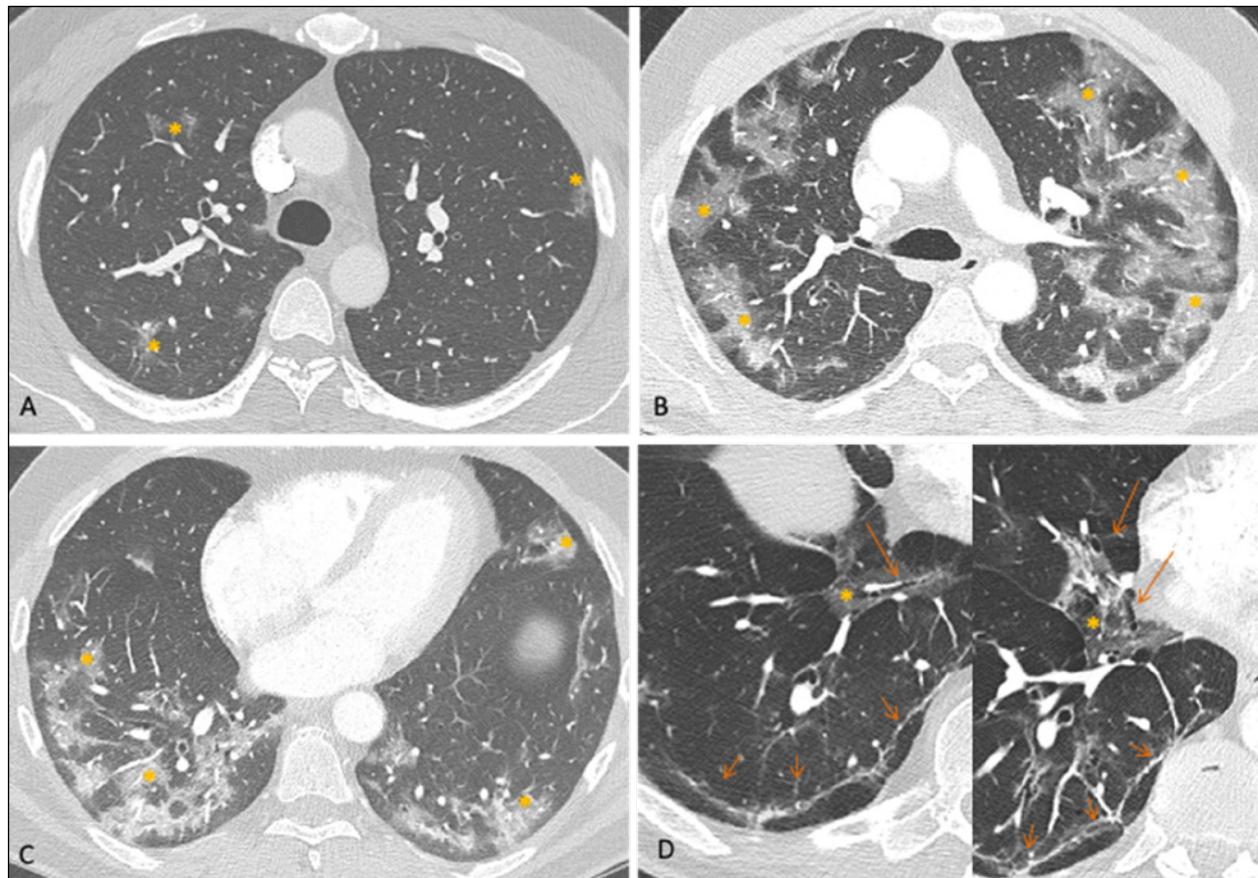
Angio-TC de arterias pulmonares. Afectación pulmonar por SARS-CoV-2. A. Fase inicial. Escasas opacidades periféricas y centrales de densidad en vidrio esmerilado. B y C. Fase progresiva o pico de la enfermedad con extensión de las áreas de densidad en vidrio esmerilado bilaterales con predominio periférico (asterisco). D. Fase de resolución. Disminución de las opacidades (asterisco). Dilataciones bronquiales en el interior de algunas de las áreas de densidad en vidrio (flechas largas). Formación de bandas periféricas paralelas a la superficie pleural (flechas cortas) correspondientes a neumonía organizada. No se observó trombositis pulmonar.
